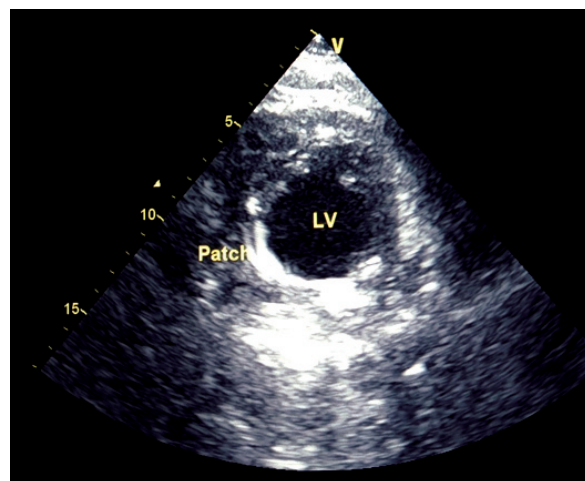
Эхокардиограмма. Парастеральная позиция, короткая ось. LV – левый желудочек, Patch – заплата левого желудочка
